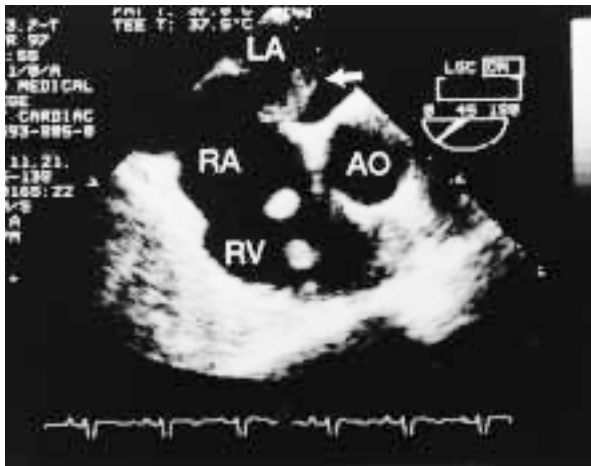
Transesophageal echocardiogram showing a mass in the right atrium protruding through the patent foramen ovale into the left atrium (arrow). Abbreviations as in Fig. 3.
